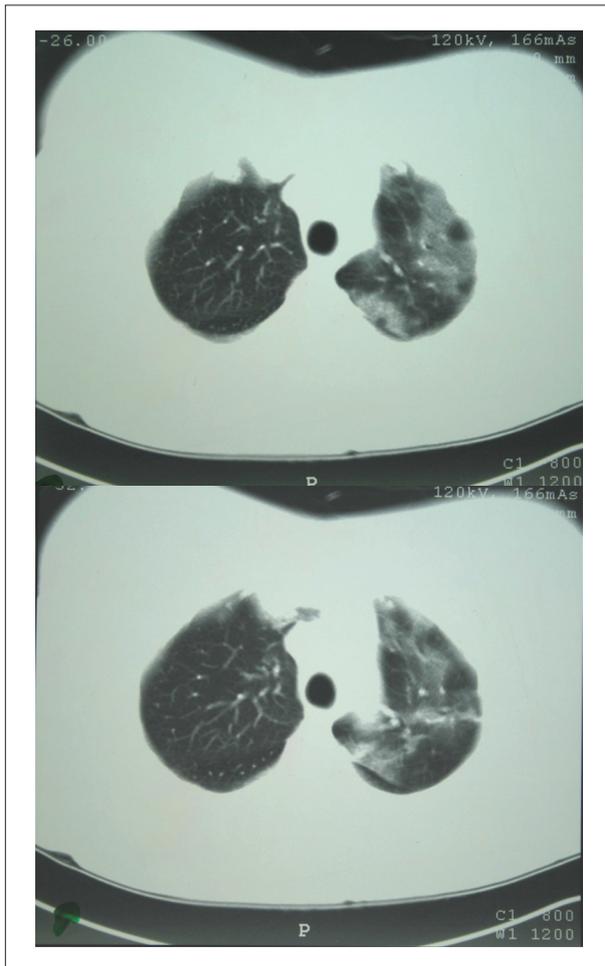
Imágenes de tomografía computarizada de tórax muestran compromiso extenso de pulmón izquierdo con opacidades en vidrio fosco difusas.
